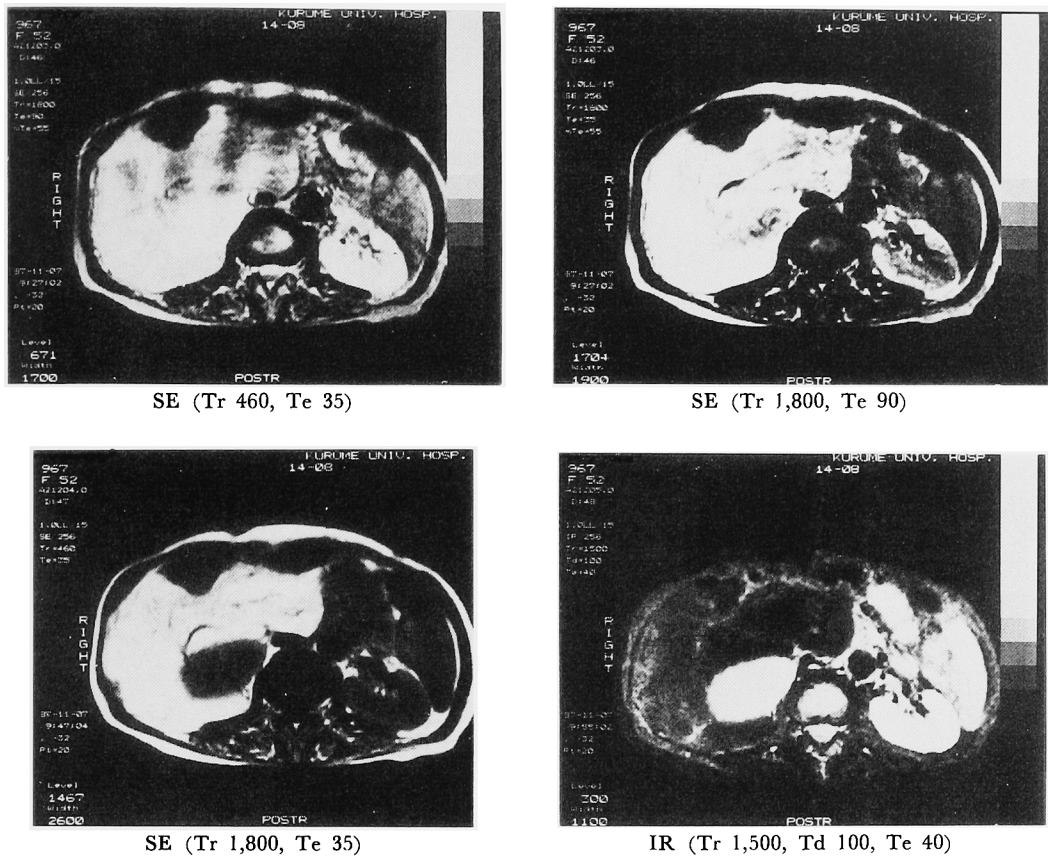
MRI: a cross section
